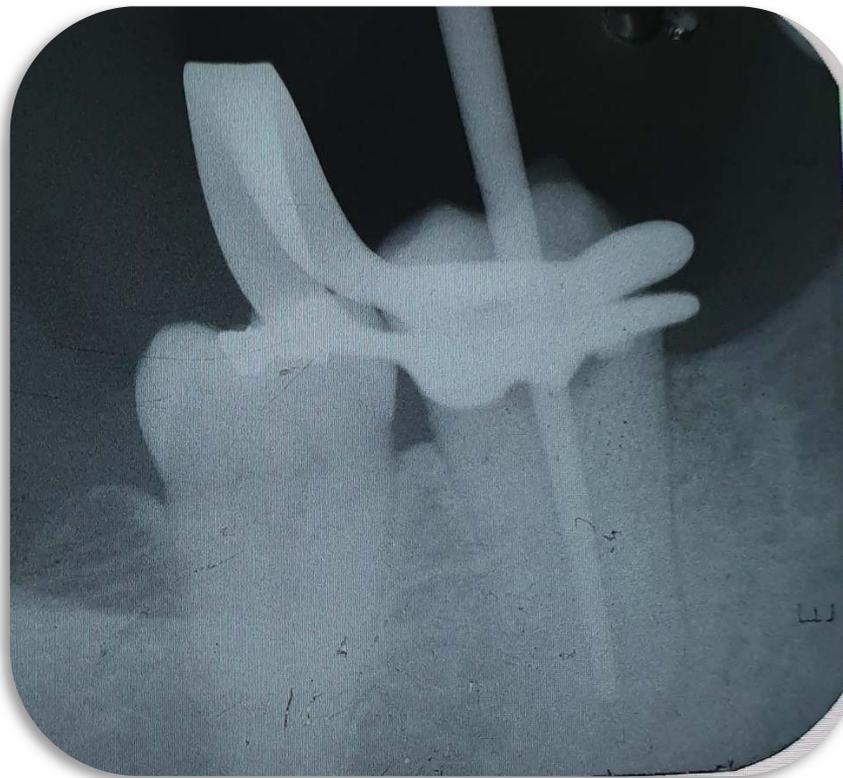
Radiografia de prova do cone do elemento 37.
